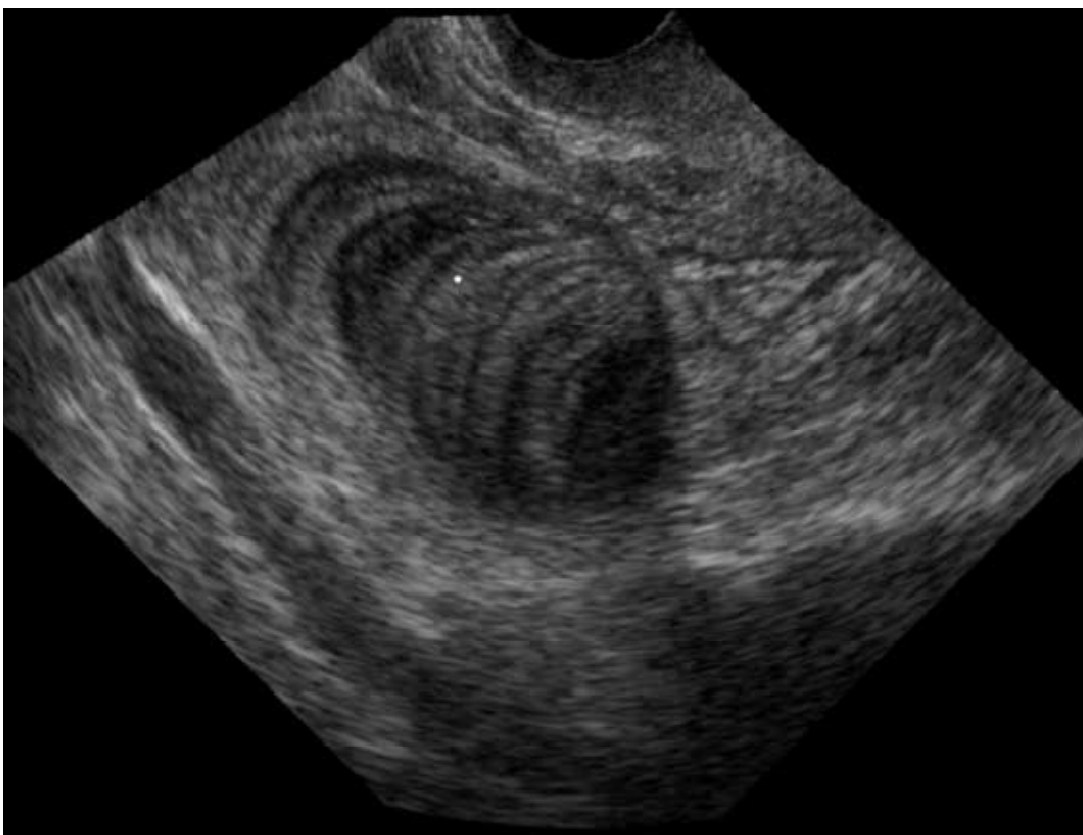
coupe échographique montrant l'aspect en « bulbe d'oignon » qui est pathognomonique de la MA [108].
